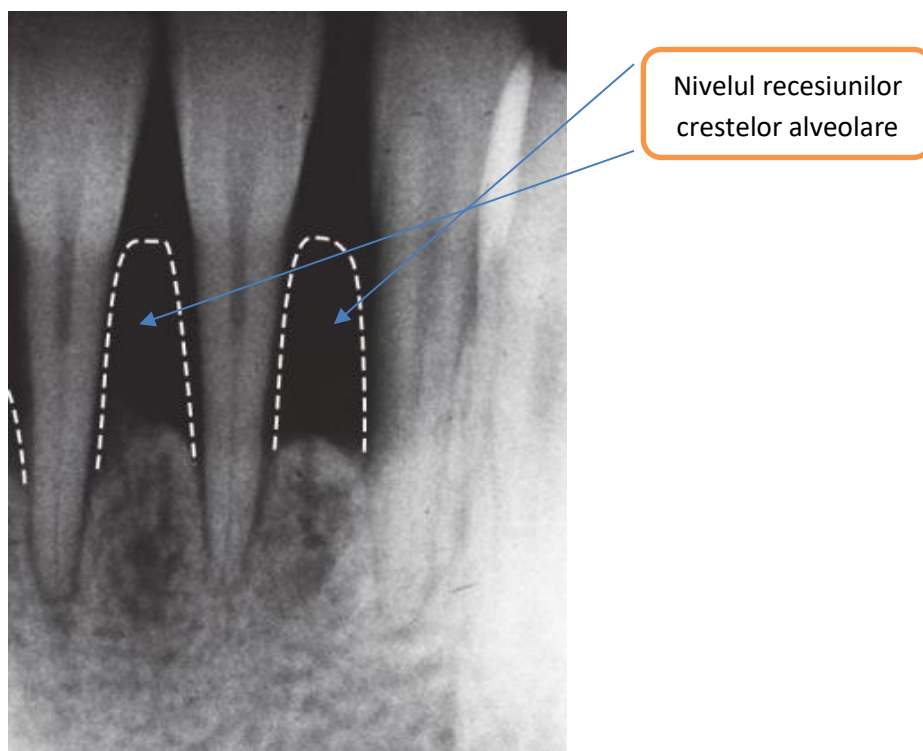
Radiografie retroalveolară la nivelul incisivilor mandibulari
